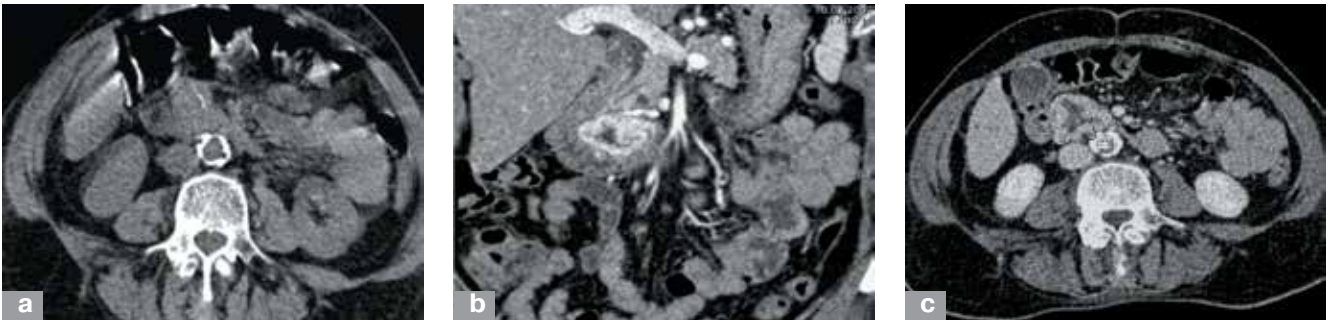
КТ ГИСО двенадцатиперстной кишки: а – без контрастирования; б – артериальная фаза; с – венозная фаза
